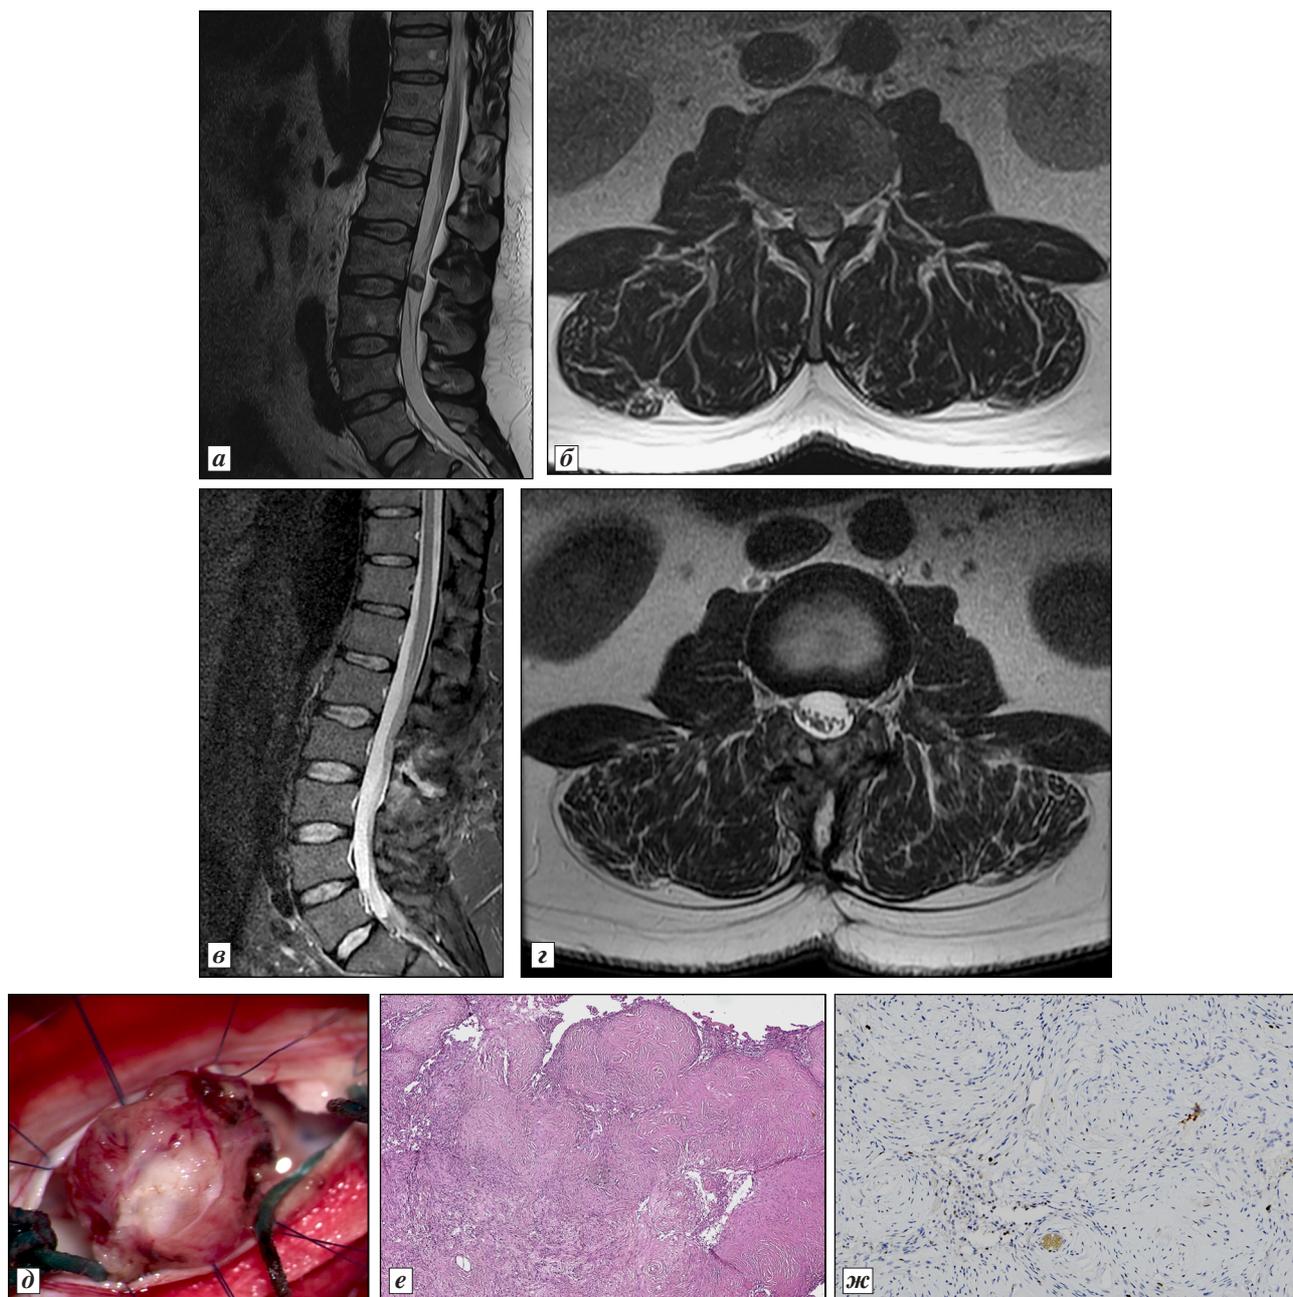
МРТ и патоморфологическая картина интрадурального экстрамедулярного объемного образования (невринома) на уровне верхнего края тела позвонка  $L_{III}$  (указано стрелкой), удаленной из минимально-инвазивного доступа:
